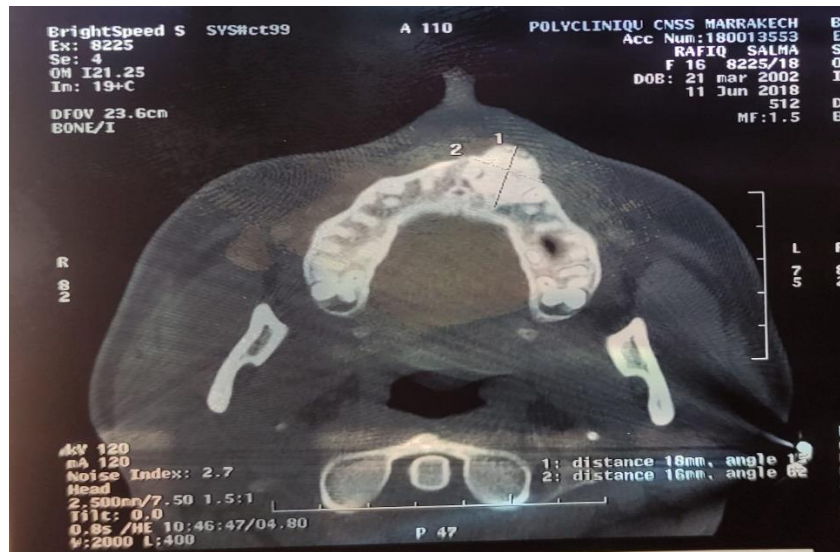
TDM faciale : Masse ostéocondensante de contours nets en regard de l'hémi-maxillaire supérieur gauche en faveur d'un ostéome. [4]
